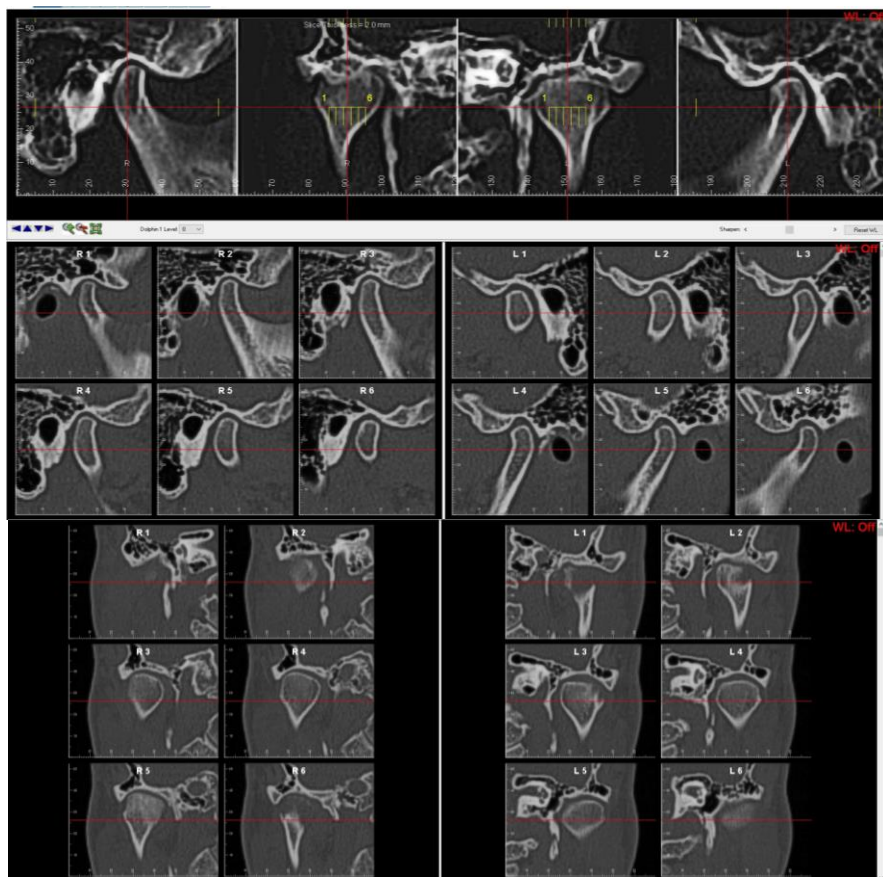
КТ ВНЧС пациента.
